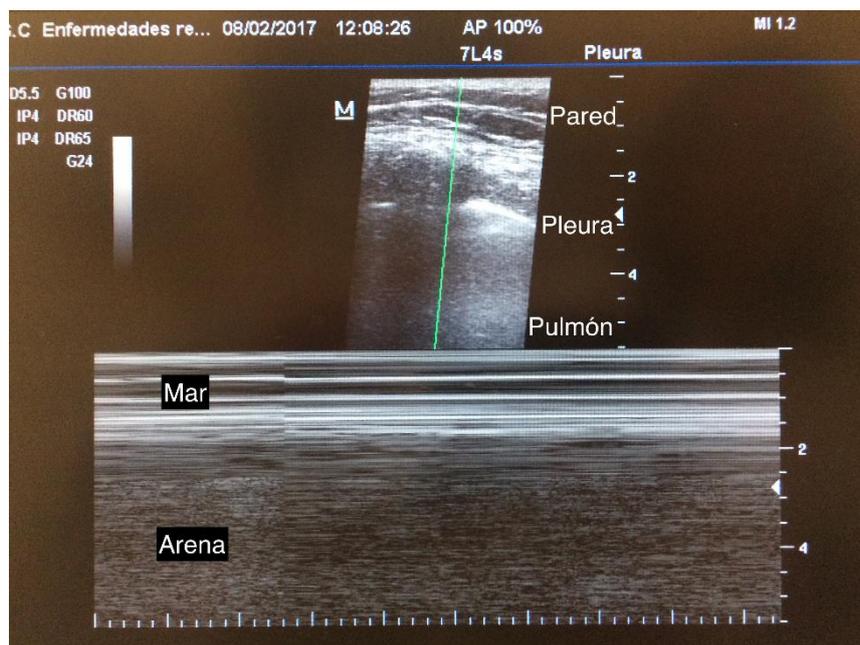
Ecografía donde se puede observar el signo de la orilla.
